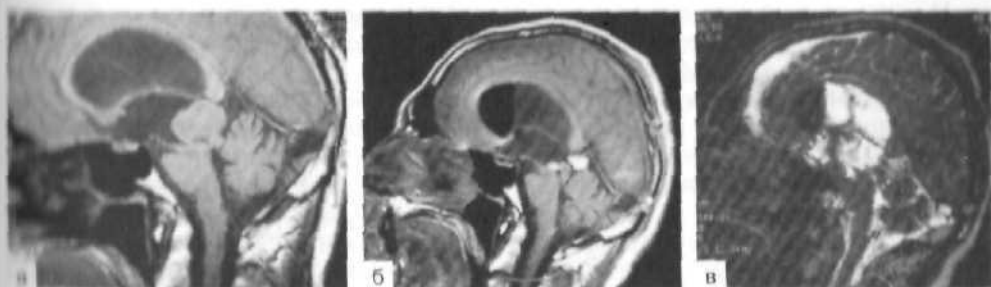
Опухоль пинеальной области. МРТ до (а) и после (б) операции. Послеоперационное МРТ — изображение в режиме T_1 в сагиттальной проекции показывает наличие гематомы в водопроводе мозга, что препятствует оттоку ликвора по нему. На МРТ в режиме PSIF (в) четко определяется ликвороотток через стому, созданную во время операции, в области дна III желудочка.
